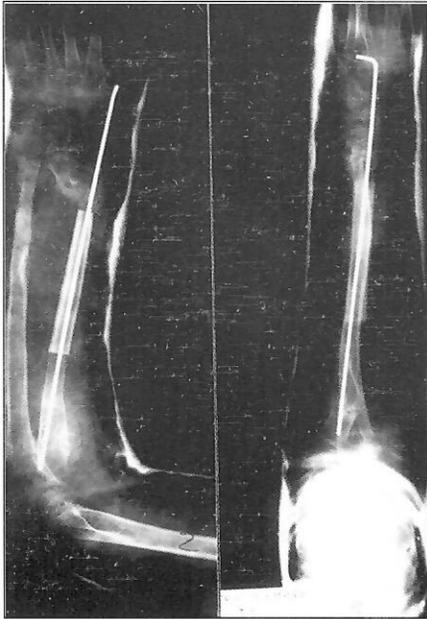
Controllo radiografico postoperatorio in apparecchio gessato eseguito dopo l'intervento di impianto del perone pro radio.
